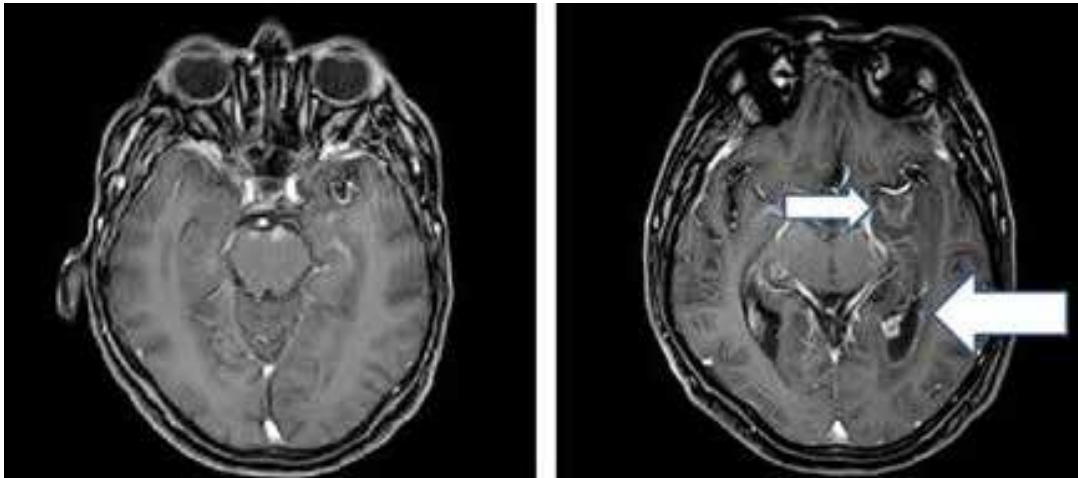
IRM axial T1 con contraste (Gd). Reforzamiento leptomeníngeo y endimario. Abscesos peritroncales.
